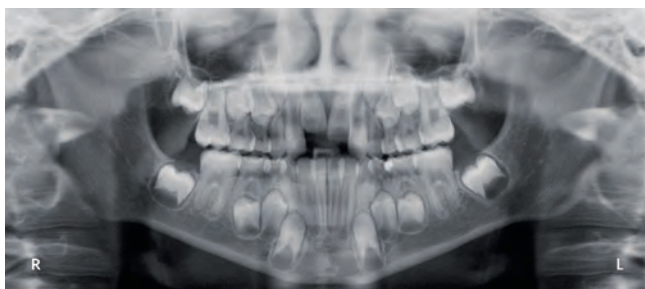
Orthopantomogramm nach Entfernung der überzähligen Zähne. Erkennbar ist, dass sich Zahn 11 nun auf dem regelrechten Durchbruchsweg befindet.
